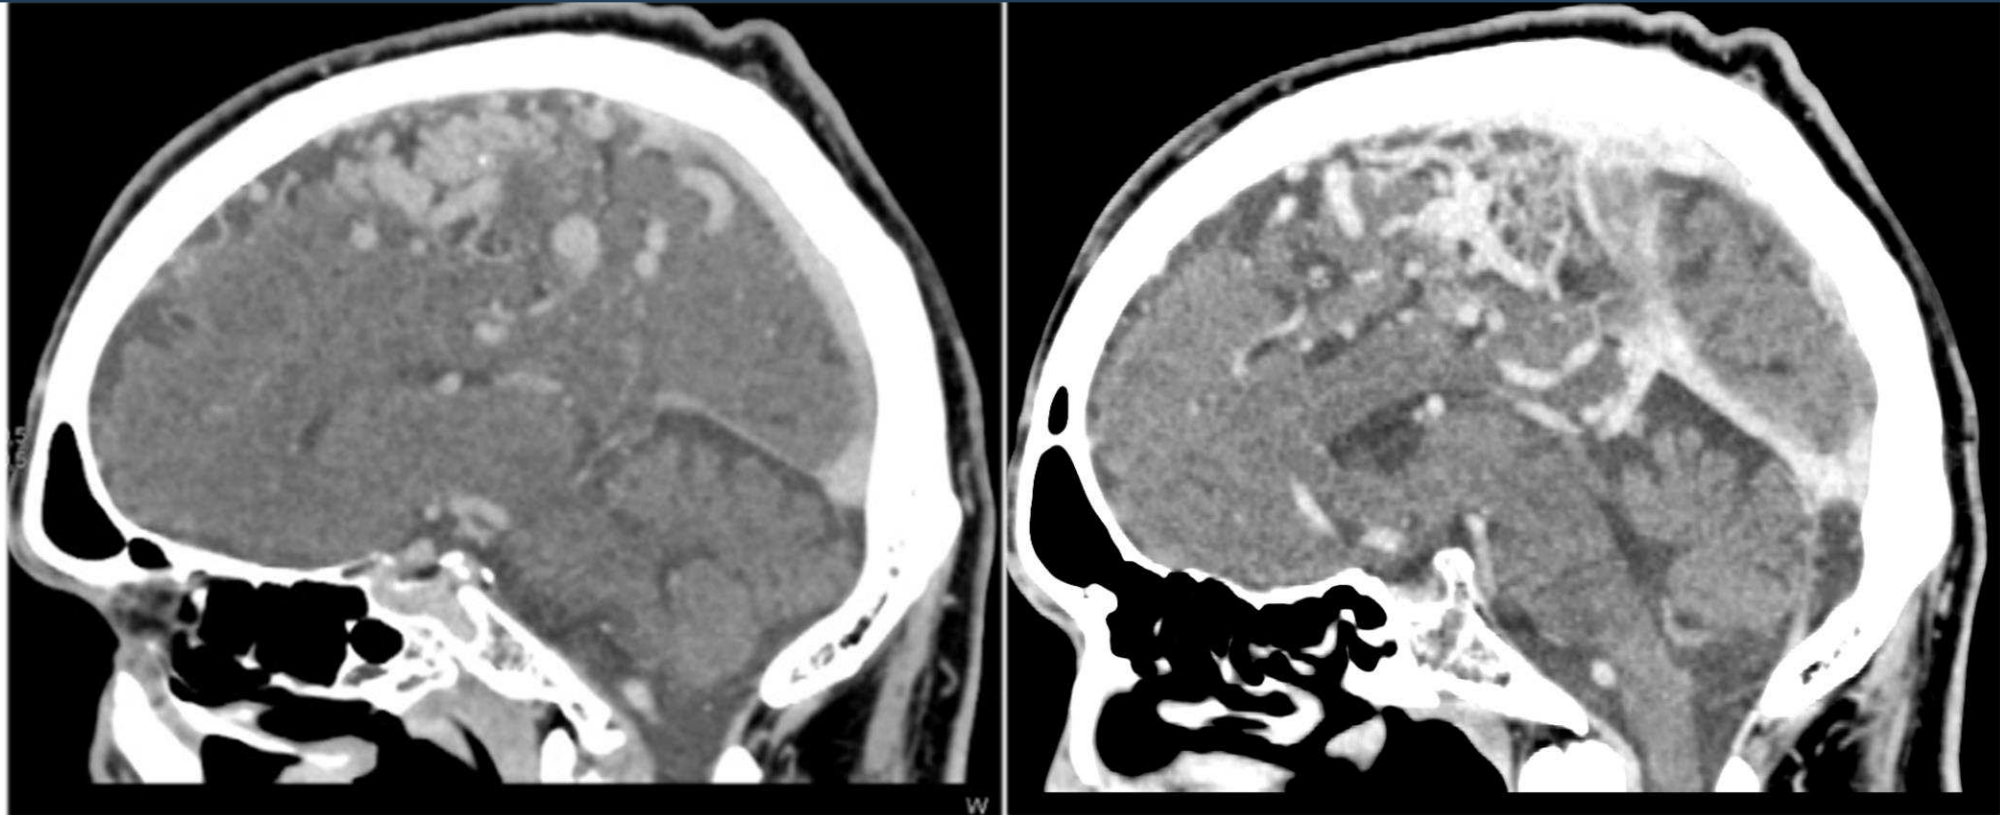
Imágenes de TC craneal con contraste en proyección sagital donde se observa un nidus malformativo de una MAV cerebral, centrado en los giros frontales superior y medio izquierdos (supratentorial), con un diámetro aproximado de 45x26 mm, con pequeña calcificación en el seno de esta.
